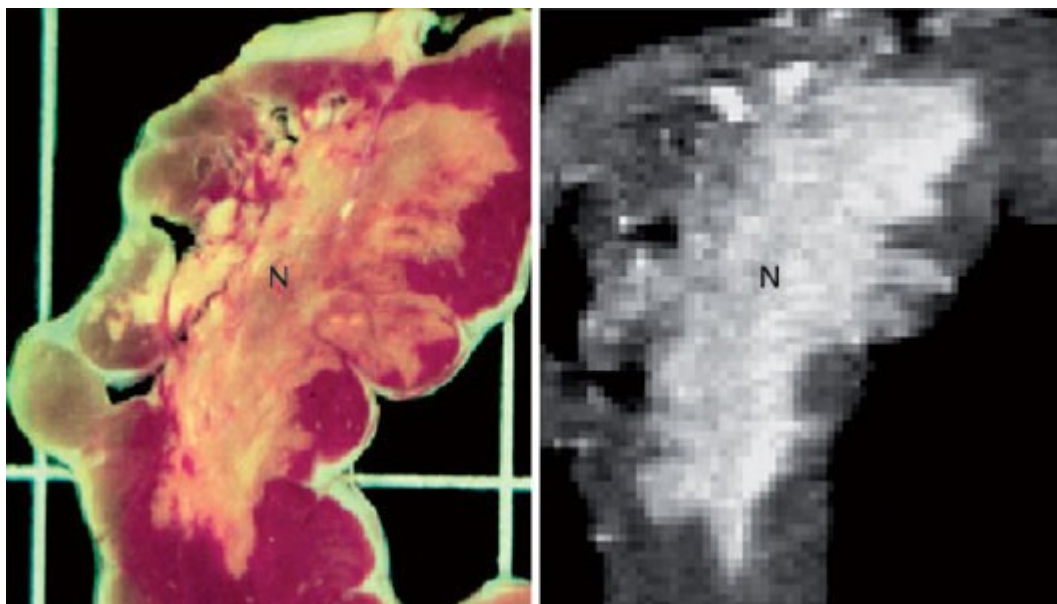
Сравнение трифенилтетразолин хлорида (ТТС), использованного вне организма: усиленная контрастом часть ЛЖ (слева) с высокой разрешающей способностью визуализации при МРТ (справа) показывает некротический миокард (N) как бледную, не усиленную контрастом ткань (слева) и область высокоинтенсивного сигнала (справа). Отметьте детальное соответствие между этими двумя изображениями. Изменено (с разрешения): Kim R.J., Fieno D.S., Parrish T.B. et al. Relationship of MRI delayed contrast enhancement to irreversible injury, infarct age, and contractile function // Circulation. - 1999. - Vol. 100. - P. 1992-2002.
